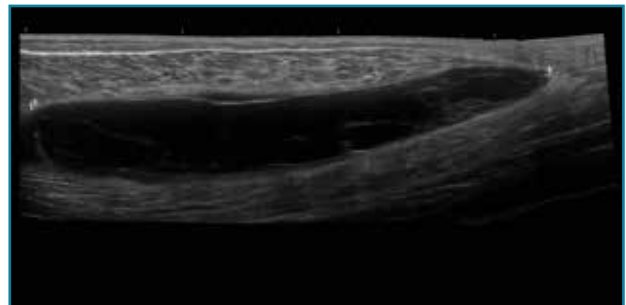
Corte sagital panorámico de una ecografía de la pierna con sonda lineal: gran rotura musculoaponeurótica entre el gemelo interno y el sóleo.
